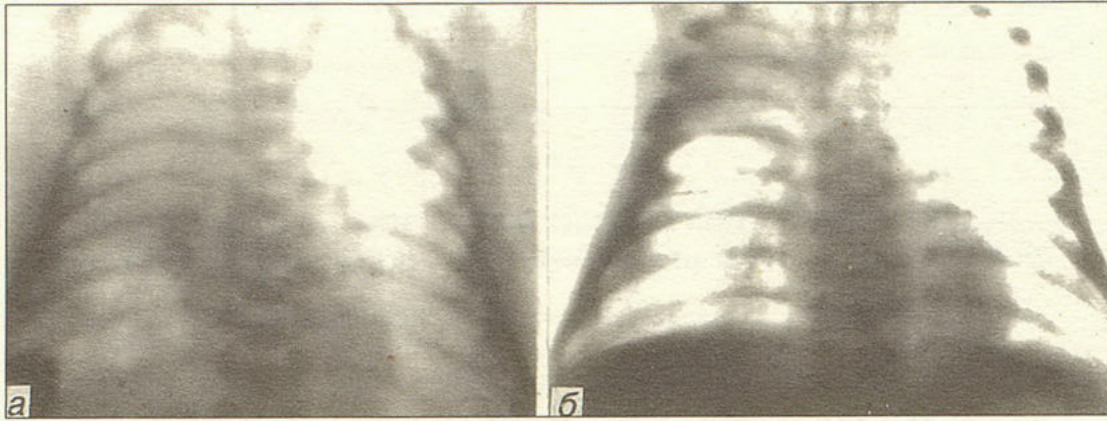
Рентгенограмма грудной клетки больного Ш., 2 недели.
